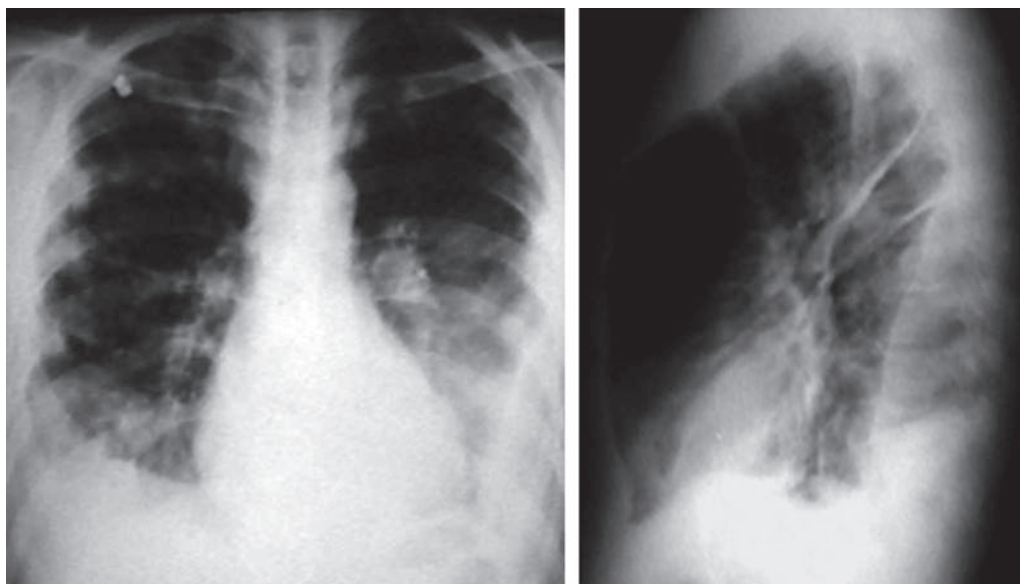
Рентгенограммы органов грудной клетки больного Д.
